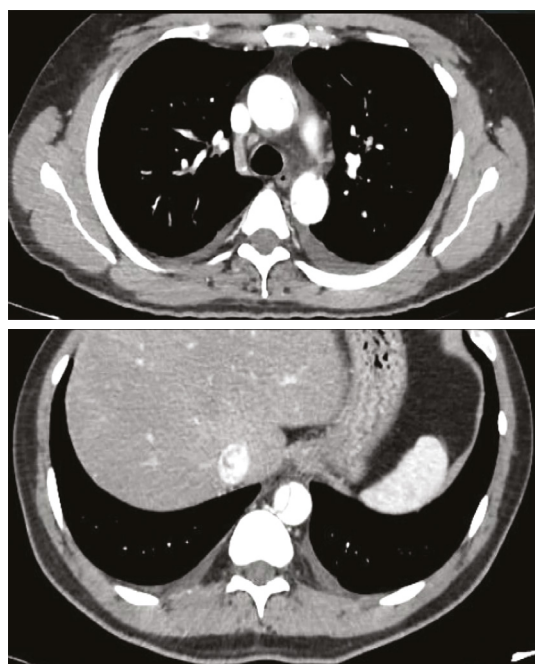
Angiotomografía en un plano axial que demuestra aorta con presencia de falsa luz y luz verdadera, la cual se extiende hasta aorta abdominal.
